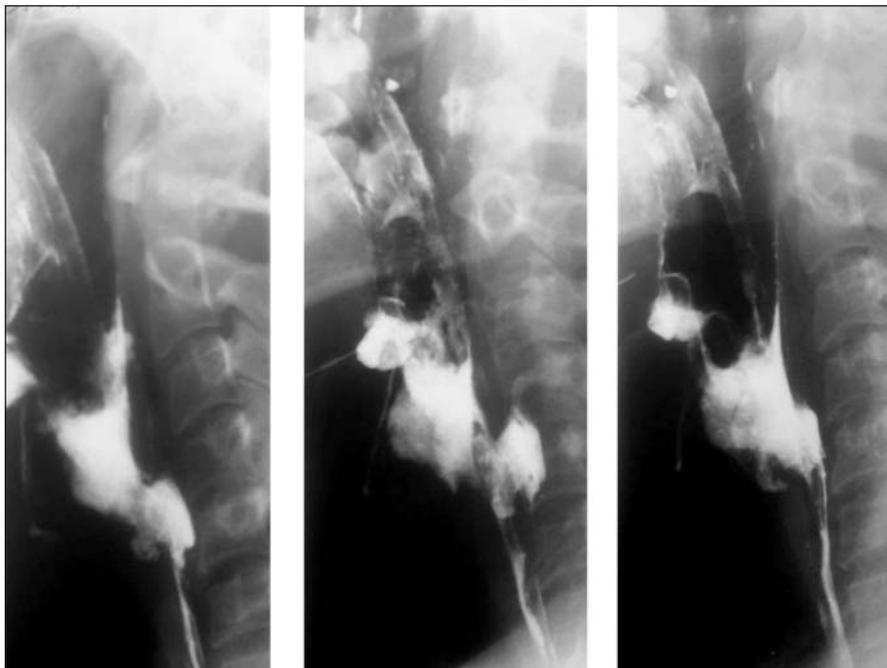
Рентгеноконтрастирование с барием: нарушение акта глотания с замедлением поступления контрастного вещества из глотки в пищевод
